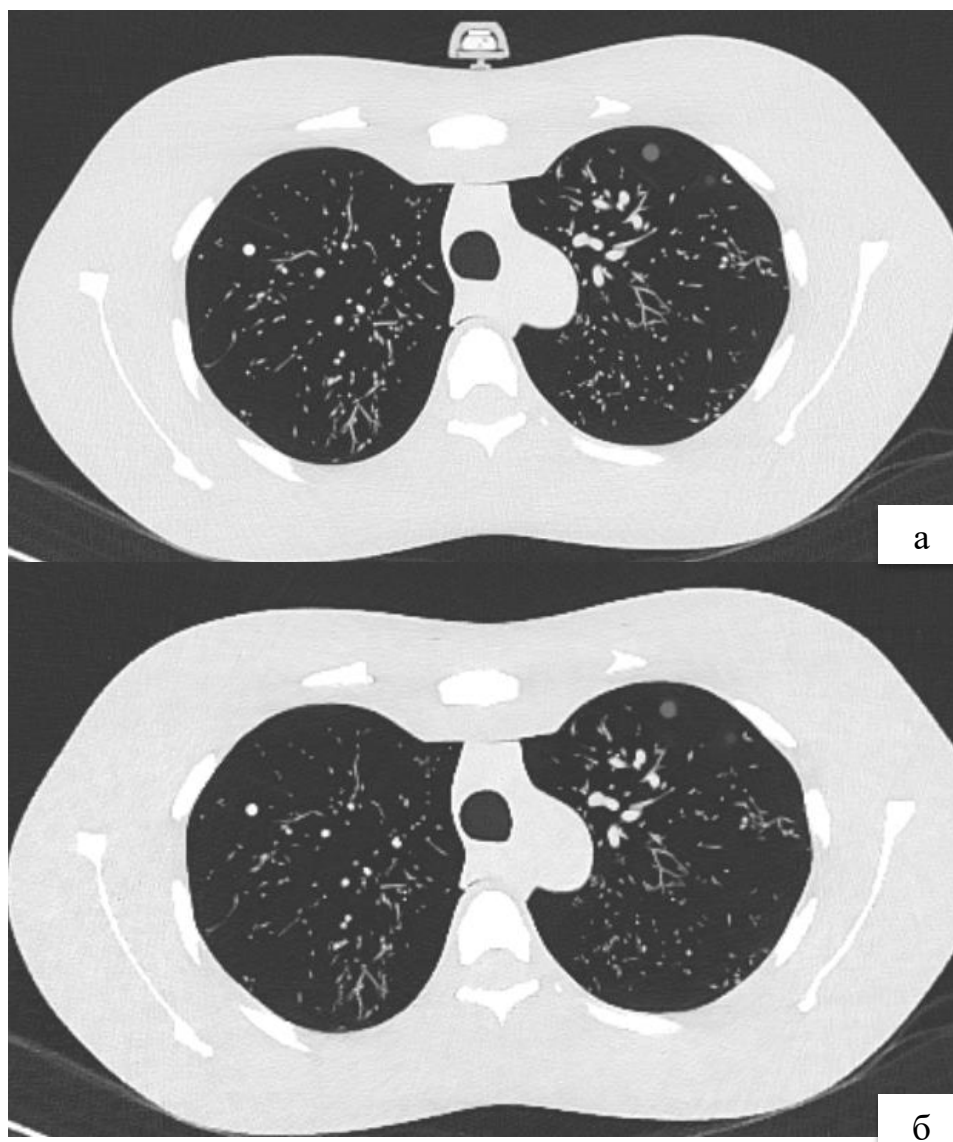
КТ-изображения антропоморфного фантома в легочном окне, томографе 2: а – НДКТ с МИР; б – стандартная КТ с МИР
